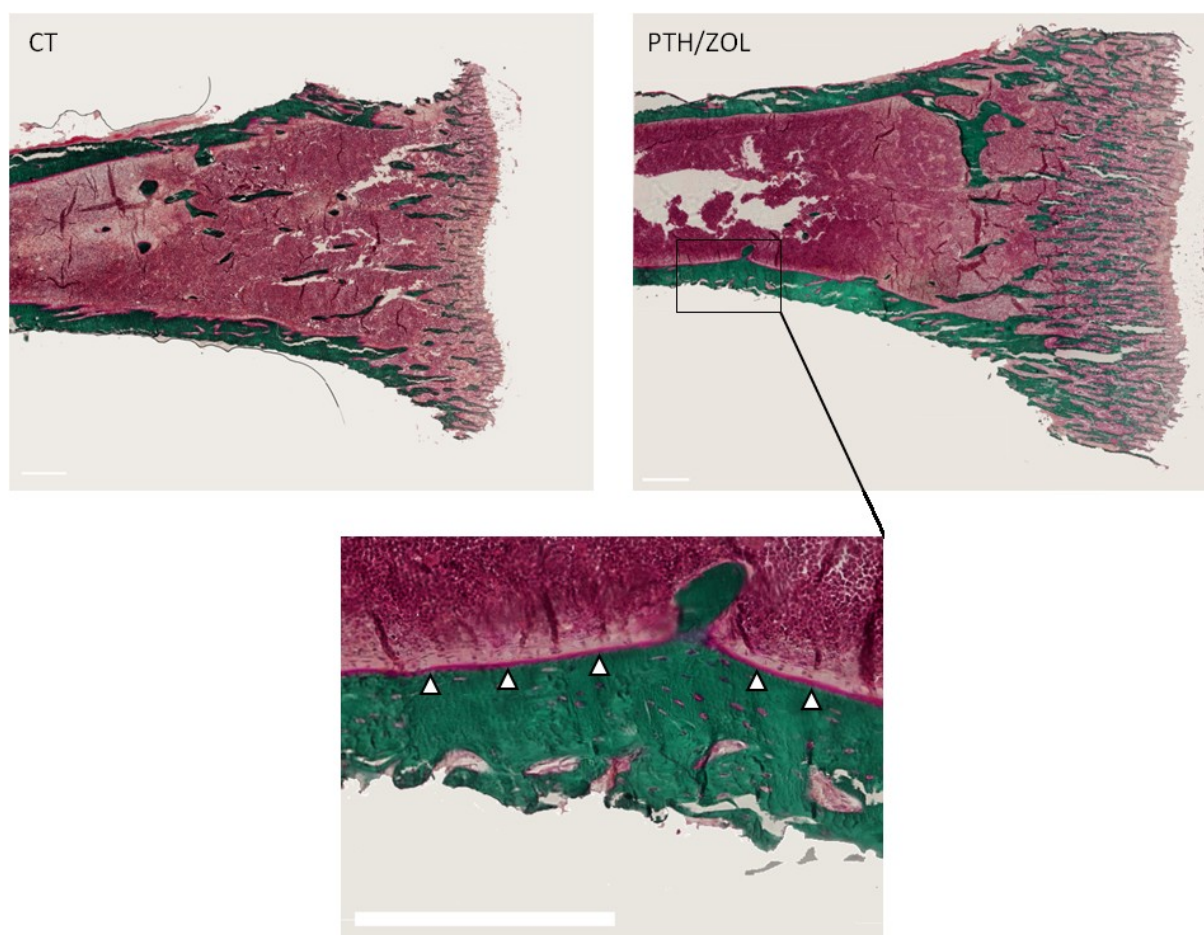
2.35. Masson-Goldner Färbung von Tibiae un behandelter Mäuse verglichen mit denen von Mäusen nach PTH/ZOL Behandlung. Abgebildet ist die Masson-Goldner Färbung von Knochen einer Kontrollmaus (CT) und einer mit PTH/ZOL behandelten (PTH/ZOL) Maus. Vergrößert ist im unteren Bild der rechteckige Ausschnitt aus PTH/ZOL, hier ist das Osteoid (dunkelrosa, Pfeile) erkenntlich. Mineralisierter Knochen erscheint in dieser Färbung grün, die Zellen des Knochenmarks braunrot und Osteoid rosa. Die Maßbalken entsprechen einer Länge von 100µm.
